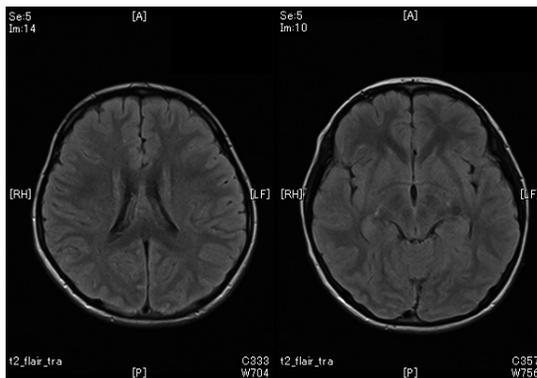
第13病日のMRI T2 flair (大脳)
